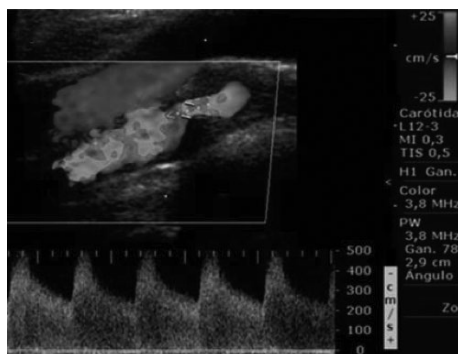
Doppler de vasos de cuello que evidencia estenosis > del 80 al 90 % de la arteria carótida interna.
